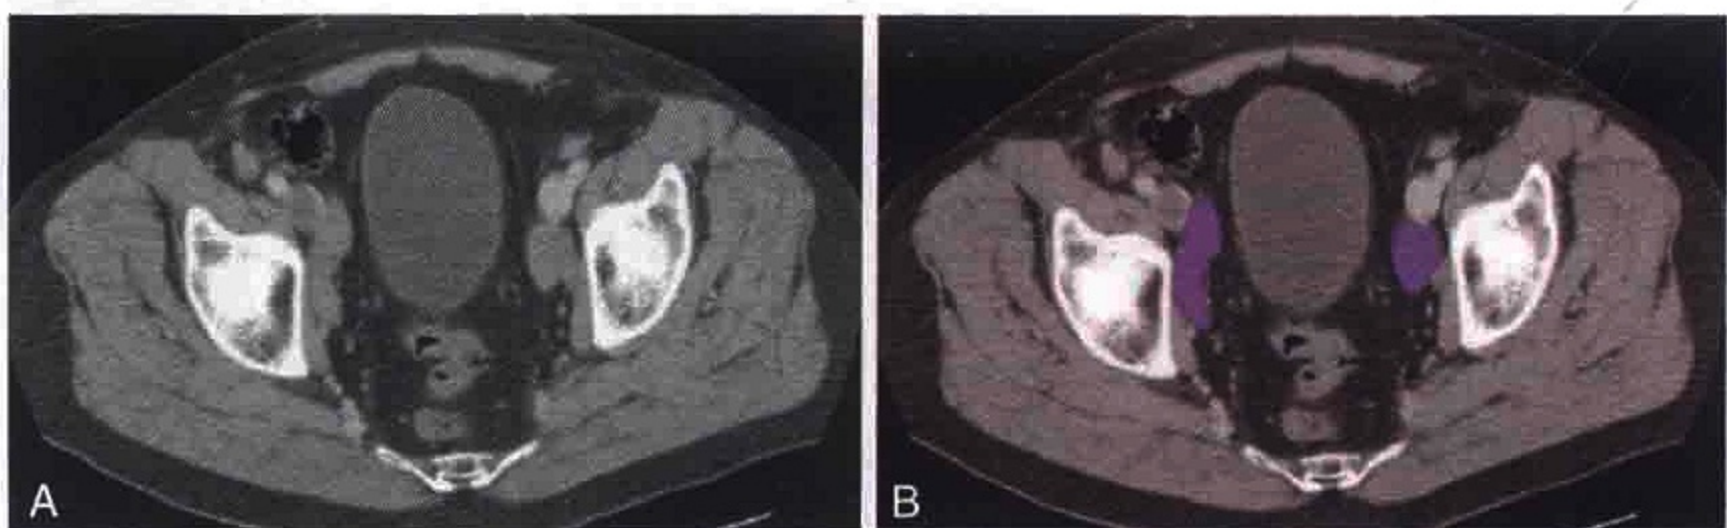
横轴位 CT 示双侧闭孔淋巴结肿大（紫色）
